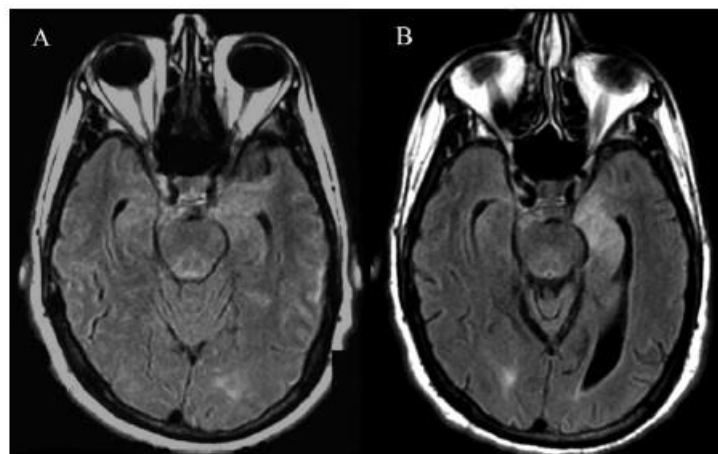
Cortes axiais de RMN em seqüência FLAIR de um doente com demência sífilítica. Intervalo de 6 meses entre A e B, evidenciando um aumento da intensidade do sinal no lobo temporal esquerdo em B - retirado de (66)
